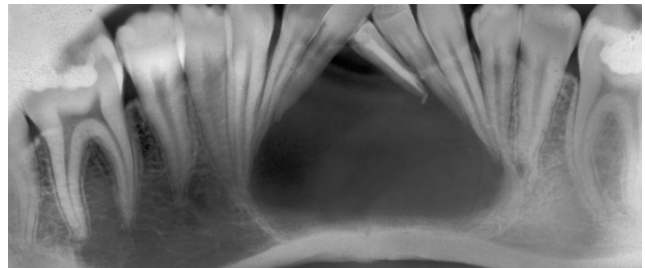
Больной З., 29 лет. Жалобы на боль 3.1 зуба, припухлость в области подбородочного отдела нижней челюсти. Болен 2 года. Увеличенная панорамная рентгенограмма нижней челюсти в прямой проекции. В подбородочном отделе визуализируется очаг деструкции с четкими ровными контурами, склеротическим ободком, распространяющийся от 3.3 до 4.3 зубов и нижний корковый слой. Выражена дивергенция корней, конвергенция коронок. 3.1 ранее лечен, в канале лечебная паста с выведением за верхушку корня.
